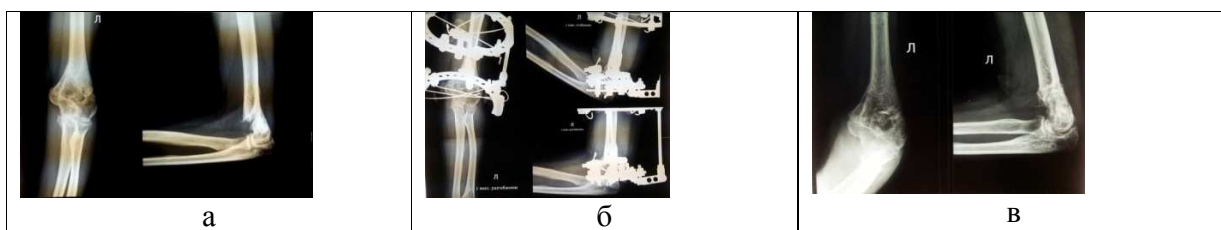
Фото с рентгенограмм локтевого сустава пациента с неправильно сросшимся переломом и деформацией мыщелка плечевой кости и нарушением функции локтевого сустава II–III степени тяжести на I этапе лечения: а – до лечения с максимальным разгибанием предплечья, б – во время лечения, в – после I этапа лечения
